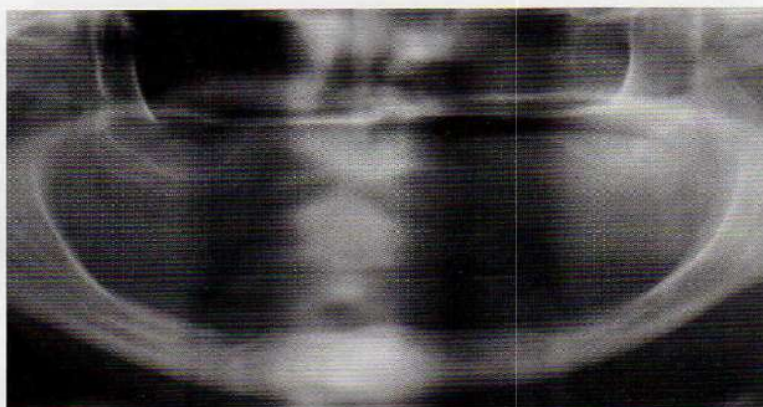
Radiografia panorâmica de paciente edentado.
